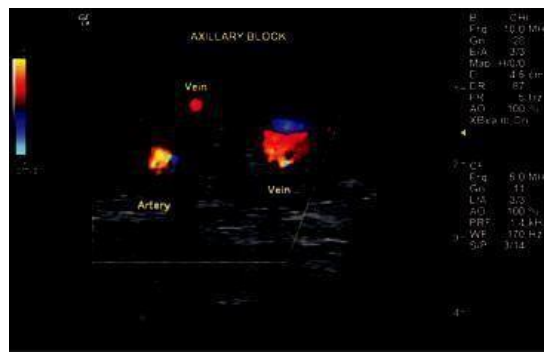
Pemeriksaan ultrasonografi pasien sebelum blok pleksus brakialis aksila.
